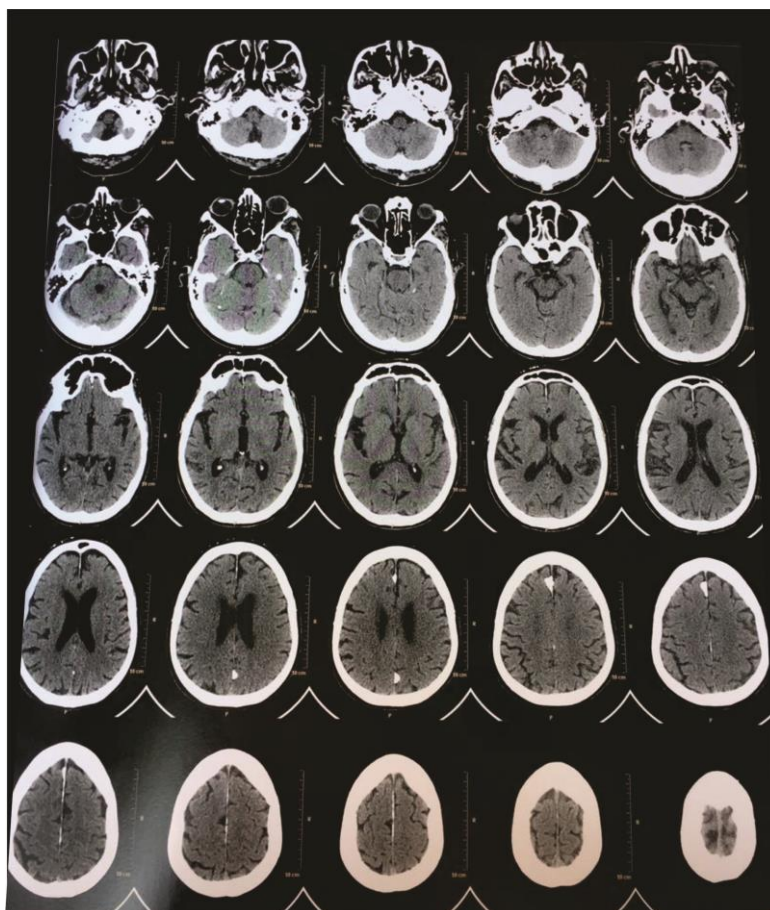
Exame de Tomografia Computadorizada (CT) com diagnóstico de Alzheimer, apresentando ampliação dos ventrículos laterais, sulcos corticais, cisternas da base, silvianas e inter-hemisféricas. Fonte: disponibilizada pelo responsável do paciente G.G.S. (72 anos).
